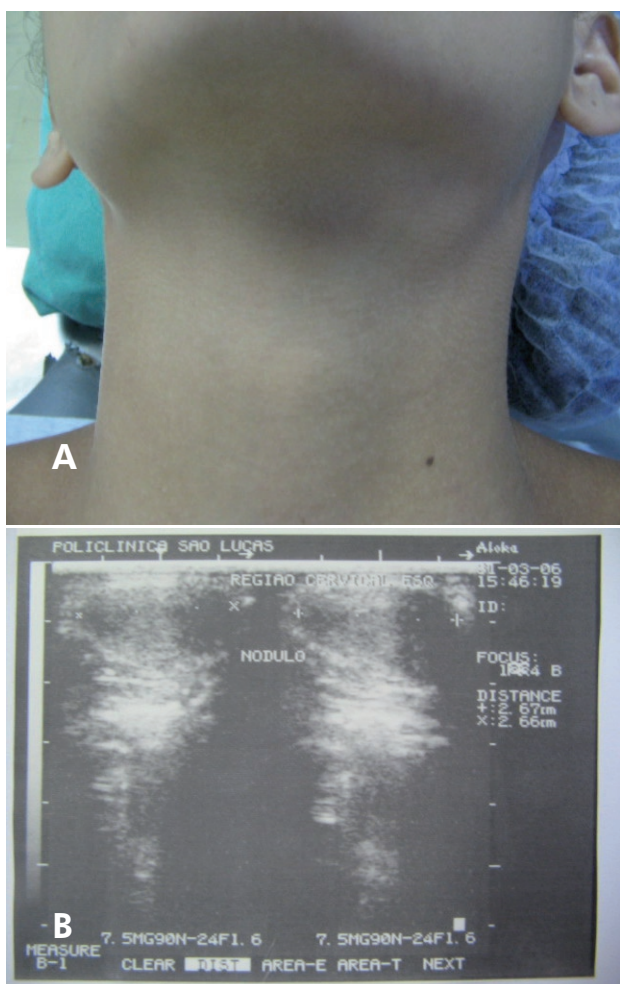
A) Vista frontal pré-operatória onde se observa tumefação na região cervical submandibular. B) USG da região cervical evidenciando-se área hiperecótica nodular.
